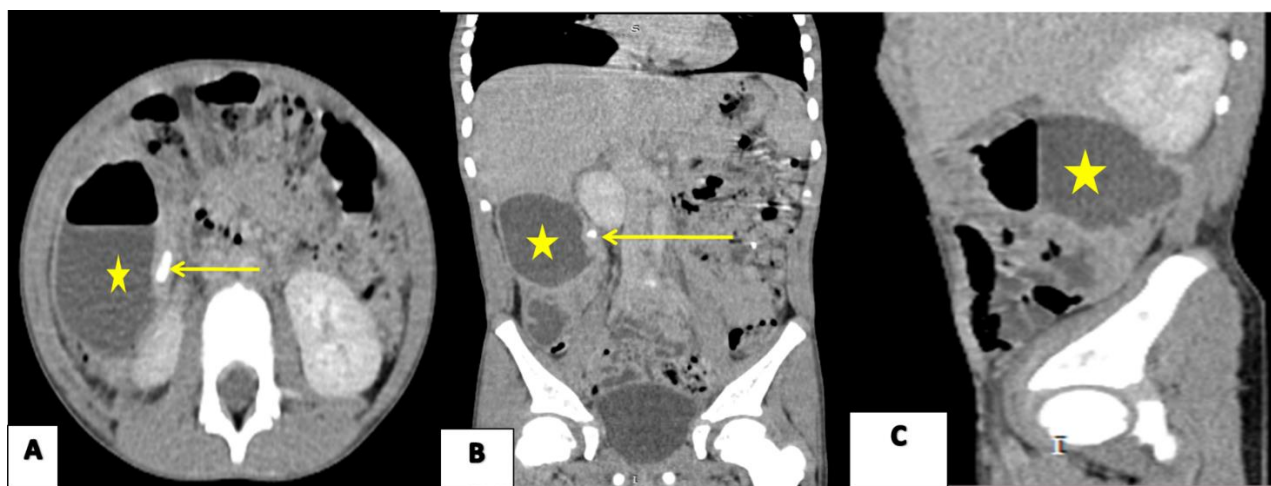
Enfant de 6 ans adressé pour douleurs fébriles du flanc droit. TDM abdomino-pelvienne avec injection de PDC (A, B, C) en coupe axiale (A) et reconstructions coronale (B) et sagittale (C) montrant une collection mixte liquidienne et aérique (étoiles bleue) à rehaussement périphérique associée à un stercolithe (flèche bleue) en rapport avec un abcès appendiculaire sous hépatique.
